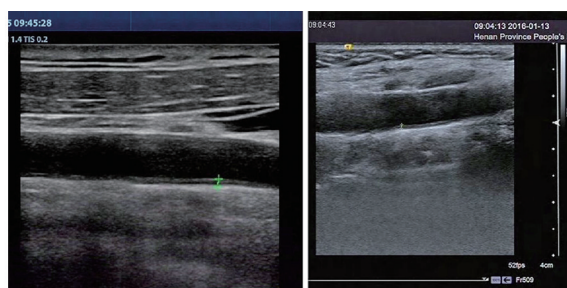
颈动脉内膜中膜厚度超声结果图 左图为 IMT 增厚 (IMT=1.4 mm),右图为正常 IMT(IMT=0.6 mm)。
